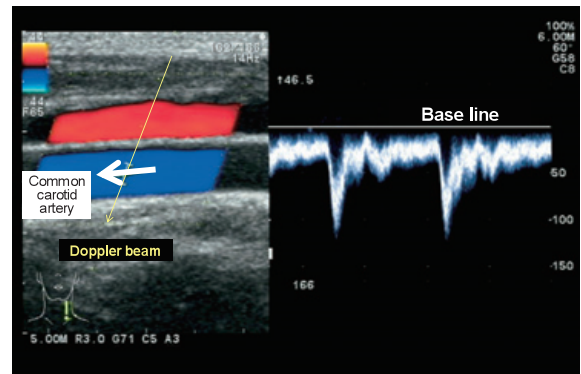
Representation by pulse Doppler method
